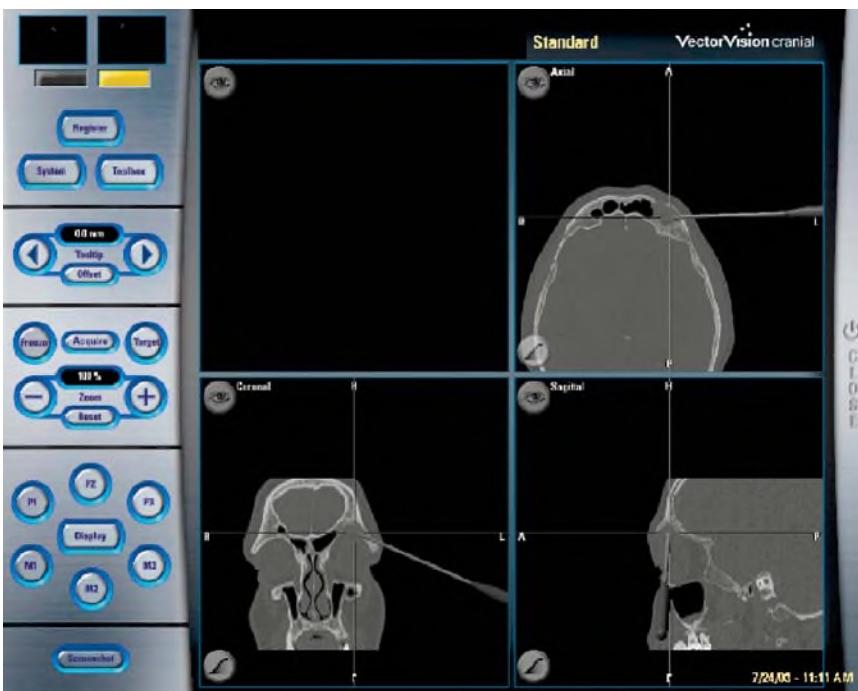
▲ Intraoperative computergestützte Navigation zum Aufsuchen der Stirnhöhlenmukozele (CT) mit Anzeige der Instrumentenposition
